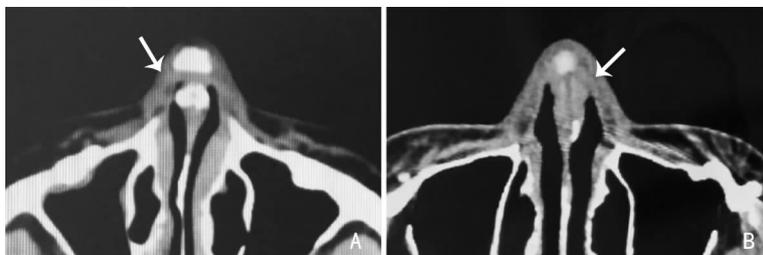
结构性鼻整形中过度的软骨支架搭建 CT图 A:中隔夹持移植体过厚导致鼻穹隆顶端狭窄(箭头),排泄不畅致鼻腔发臭;B:中隔夹持移植体过厚导致鼻穹隆黏膜紧贴(箭头),致憋闷感
